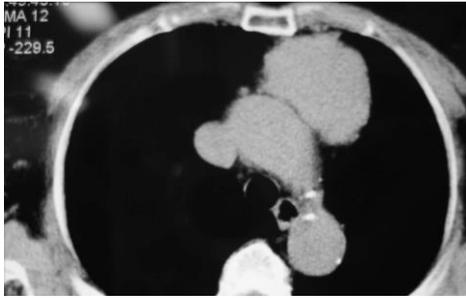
Timoma do mediastino anterior: TC de tórax em janela mediastinal: vemos as partes moles não conseguimos ver o parênquima pulmonar.
